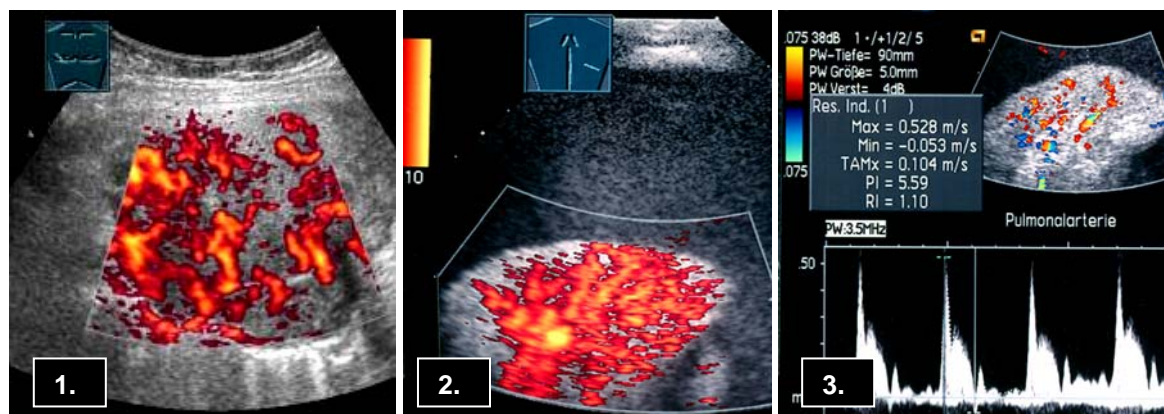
b. – Dopplersonographie peripherer Lungenläsionen.
